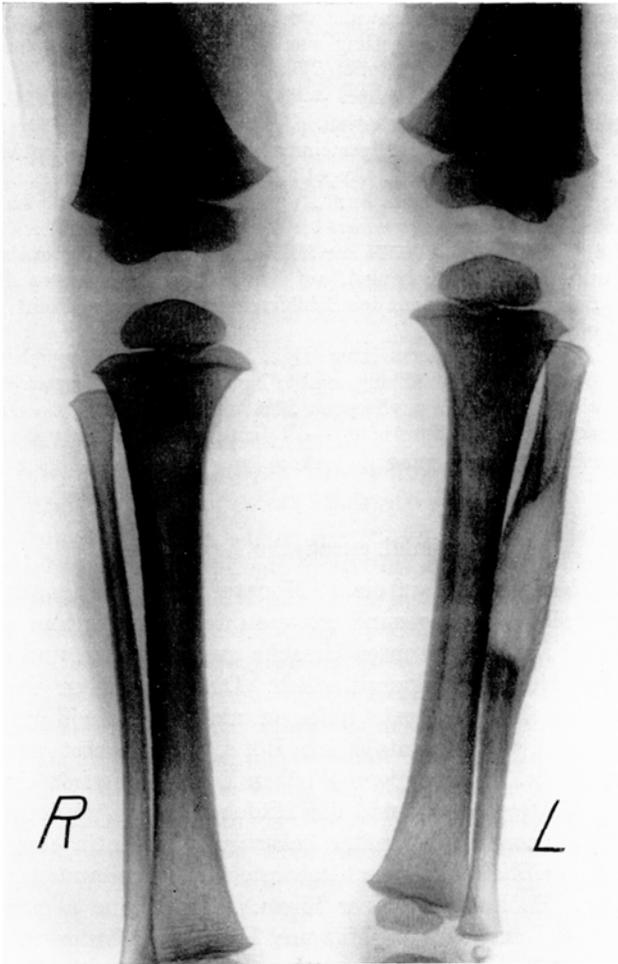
Röntgenaufnahme der Unterbeine. (L = links; R = rechts.)
